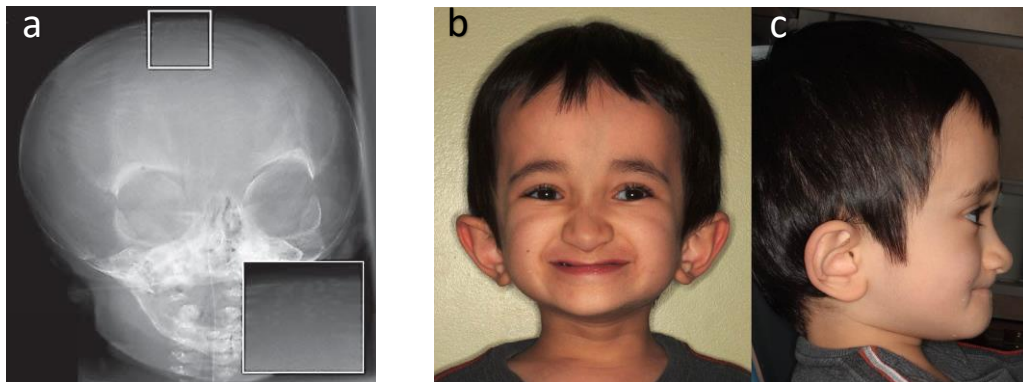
Radiografía frontal de cráneo en un paciente con OI tipo III, en el que se observa la presencia de huesos Wormianos y cráneo abombado (a); tomado de Van Dijk y colaboradores (51). Imagen facial frontal (b) y lateral (c) de un niño con OI tipo III en el que se observa la apariencia triangular de la cara, con abombamiento craneal, la disminución de la longitud del tercio inferior de la cara y la clase III esquelética; tomado de Retrouvey y colaboradores (53).
